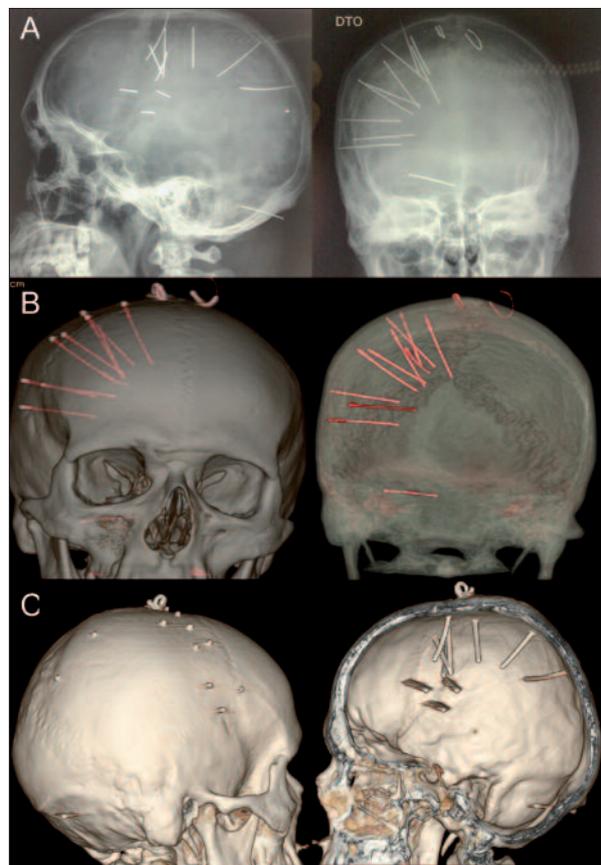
Imagens do traumatismo craniano por 13 pregos: (A) radiografia de crânio (B) e (C) reconstrução tridimensional da TC-CE.
